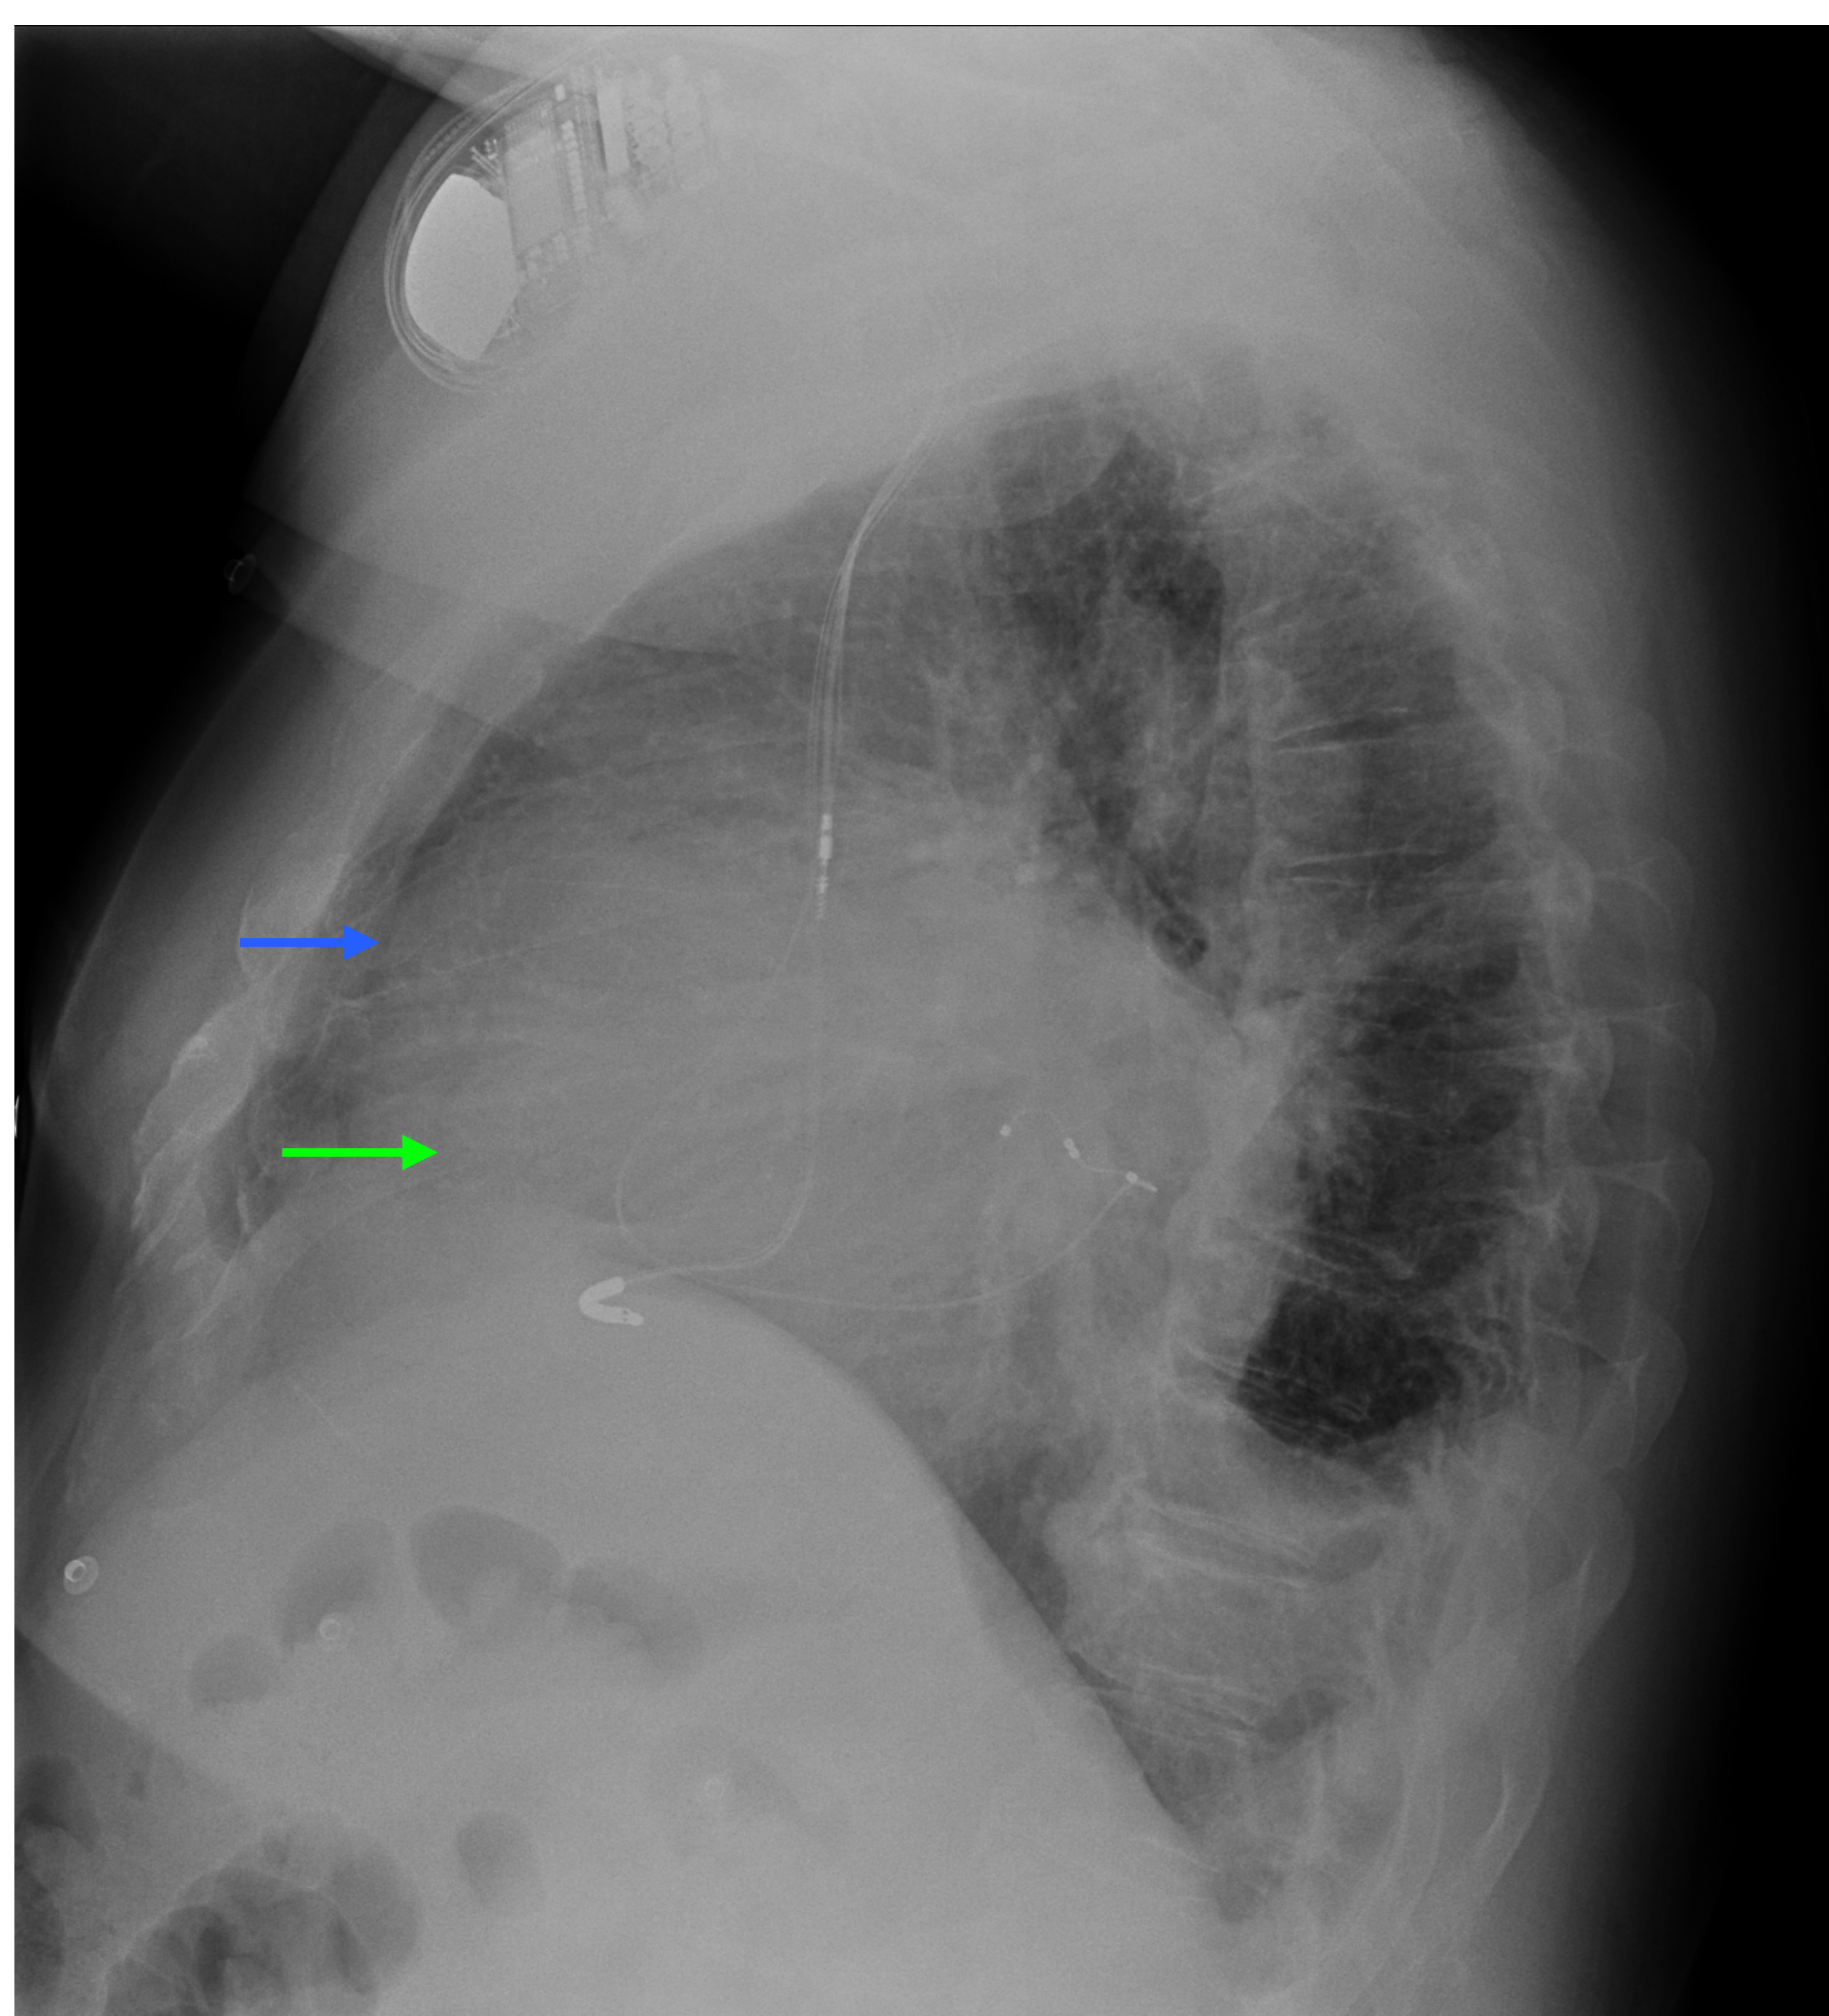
Signo de la galleta “Oreo”, identificándose la presencia de la línea grasa retroesternal paracárdica (flecha azul) y la línea grasa epicárdica (flecha verde), sugestivo de derrame pericardio, con la presencia de un ICT aumentado en la proyección PA y la confirmación mediante TC (flecha roja).
